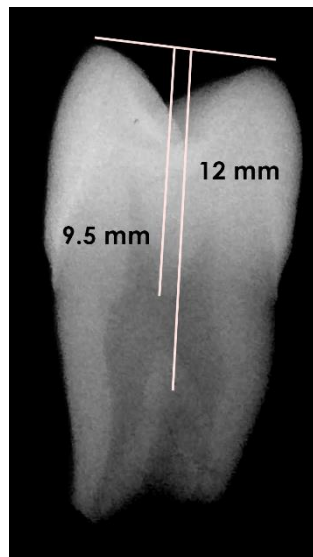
Radiografía de premolar superior extraído en donde se muestran los valores aproximados para los puntos C y D.
